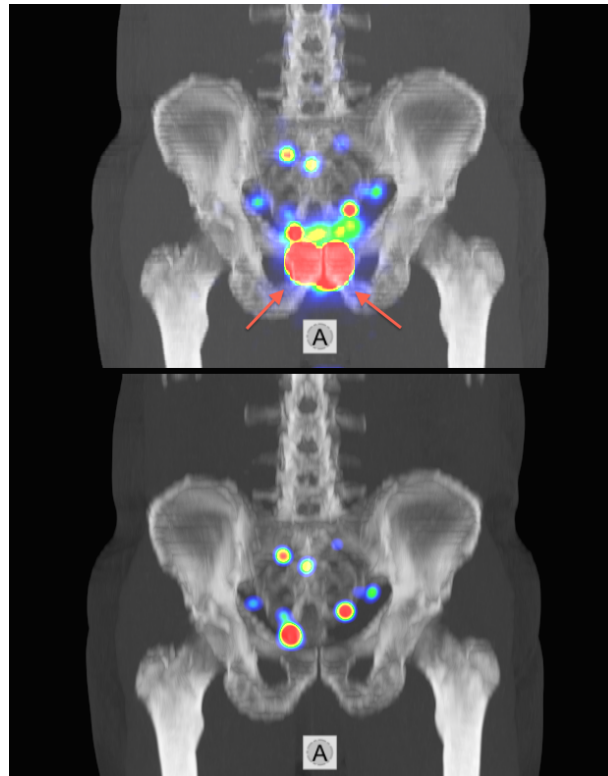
Dreidimensionale Ansicht im Koronarschnitt eines kombinierten SPECT-CT-Datensatzes: oben - vor SPECT-Segmentierung, unten - nach SPECT-Segmentierung (Quelle: Klinik für Nuklearmedizin, Universitätsklinikum Schleswig-Holstein, Campus Kiel)
